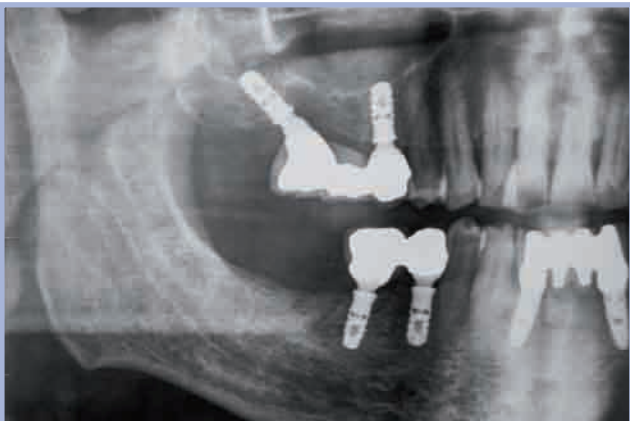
Settori sup. DX e SX: follow up radiografico a 3 anni dal carico
